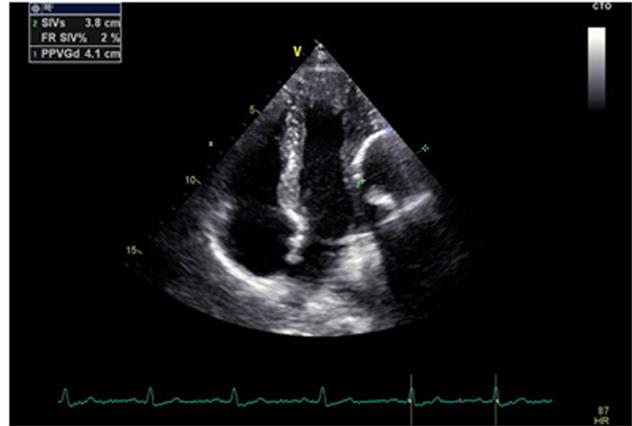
ETT : structure liquidienne arrondie mesurant 45 × 38 mm de diamètre para-cardiaque gauche contractant des rapports étroits avec la paroi antérolatérale du ventricule gauche (VG). Cette structure a des parois épaissies calcifiées. Le Doppler ne signale pas de flux dans la cavité. Les cavités cardiaques sont normales, il n'y a pas de lésions valvulaires, ni d'anomalies de la cinétique segmentaire. La fraction d'éjection globale est évaluée à 72 %.
